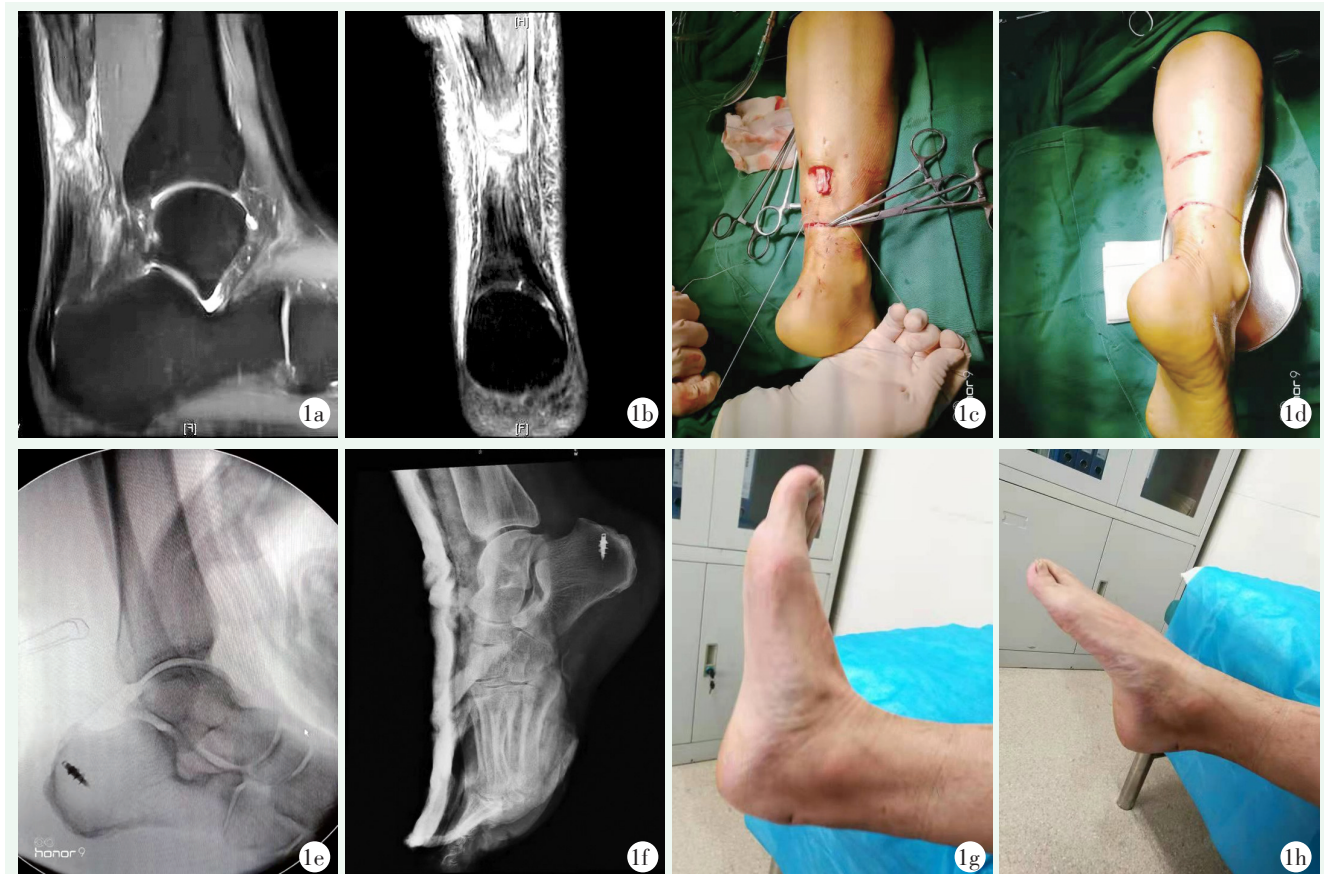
患者，男，36 岁，右足跟腱急性损伤 1a, 1b: 术前 MRI 影像显示跟腱连续性中断 1c: 采用小切口暴露跟腱断端的远、近端，编织缝合跟腱近端，带线锚钉经皮交叉编织缝合远端 1d: 断端缝合术后 1e: 术中透视锚钉位置良好 1f: 术后患肢均足跖屈位 20°，长腿石膏外固定，X 线片所见 1g, 1h: 术后 1 年随访，可见踝关节背伸、跖屈活动良好
